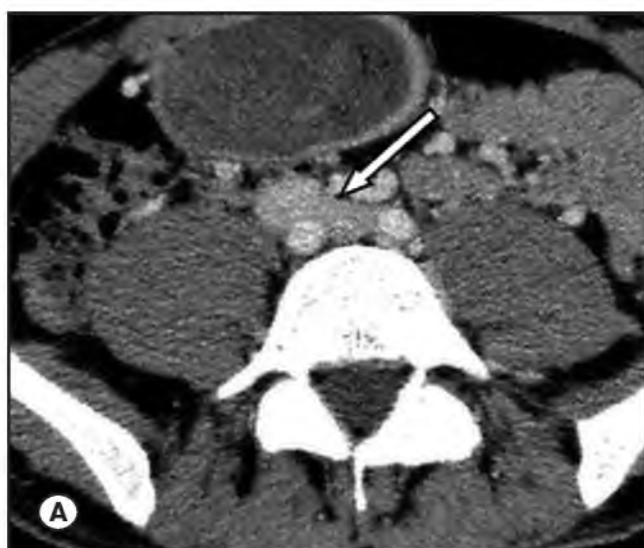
Больной В., 19 лет. Диагноз: Рецидив варикоцеле. КТ-ангиография. А – аксиальная проекция. Равновесная сосудистая фаза. Над ПОПА контрастируется ЛОПВ и НПВ (указано стрелкой). Б – 3-D реконструкция. Бифуркация НПВ расположена ниже бифуркации аорты. Атипичное расположение НПВ над ПОПА (указано стрелкой).
